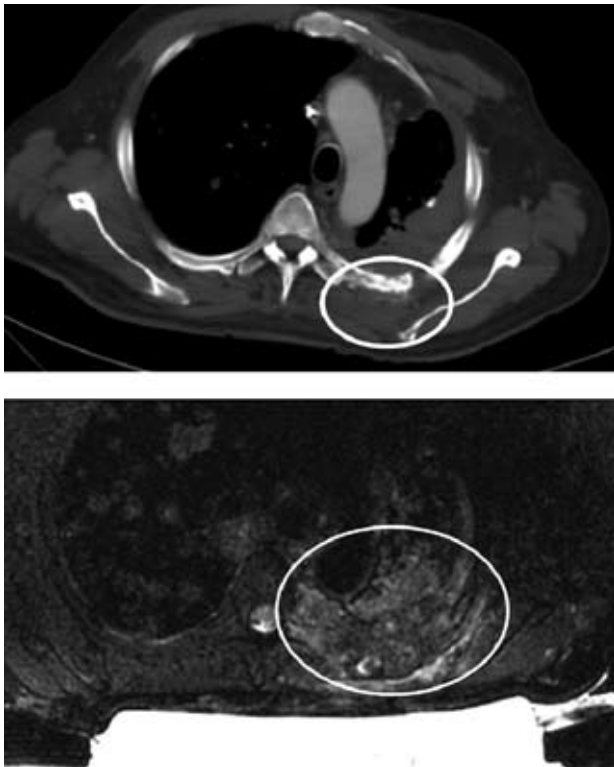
Caso clínico 1. Estudio RM previo (superior) y T 1w posterior al tratamiento MRgFUS. Se indica la zona metastásica tratada.
